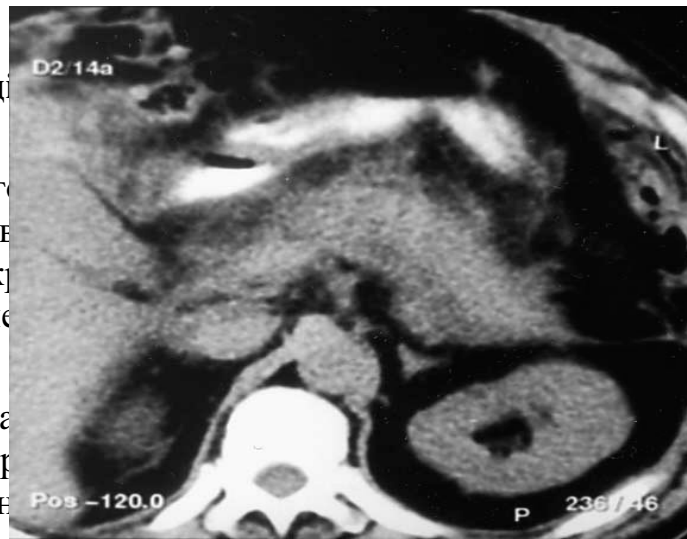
КТ-скан. Вогнищевий НП. Інфільтрація пара панкреатичної клітковини.
